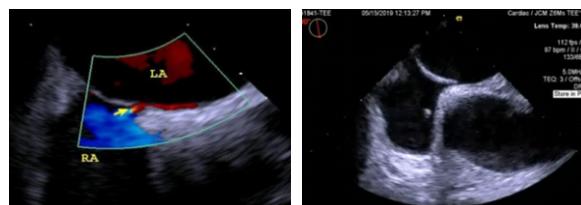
Longitudinal trans oesophageal echocardiographic (TEE) imaging with color Doppler in the mid-upper oesophagus at 45° showing a PFO with right to left shunt (left image). PFO short tunnel is clearly shown at right side image.
